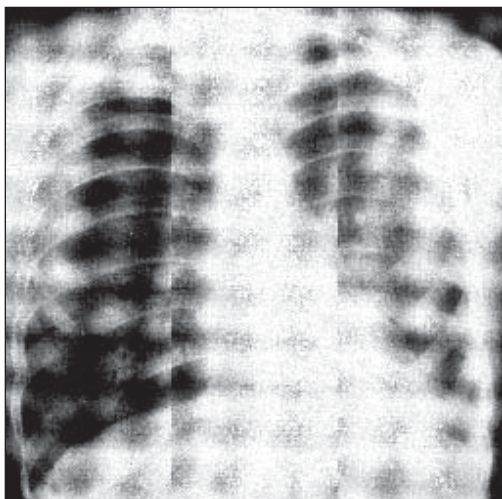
Розрідження легеневого малюнка в верхніх відділах та тяжистість в нижніх відділах. Рентгенограма.
